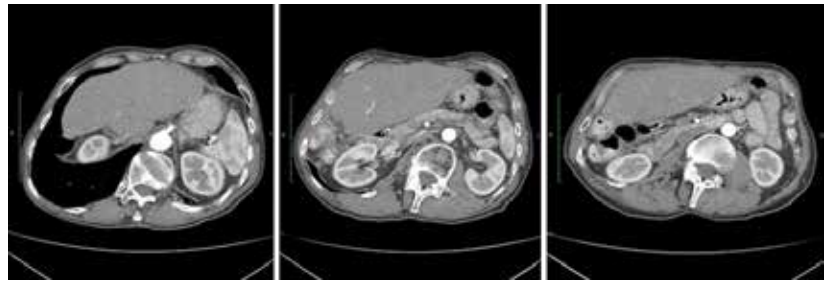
МСКТ от 16.02.2023. На фоне терапии отмечается частичный регресс очагов в левой доле печени
